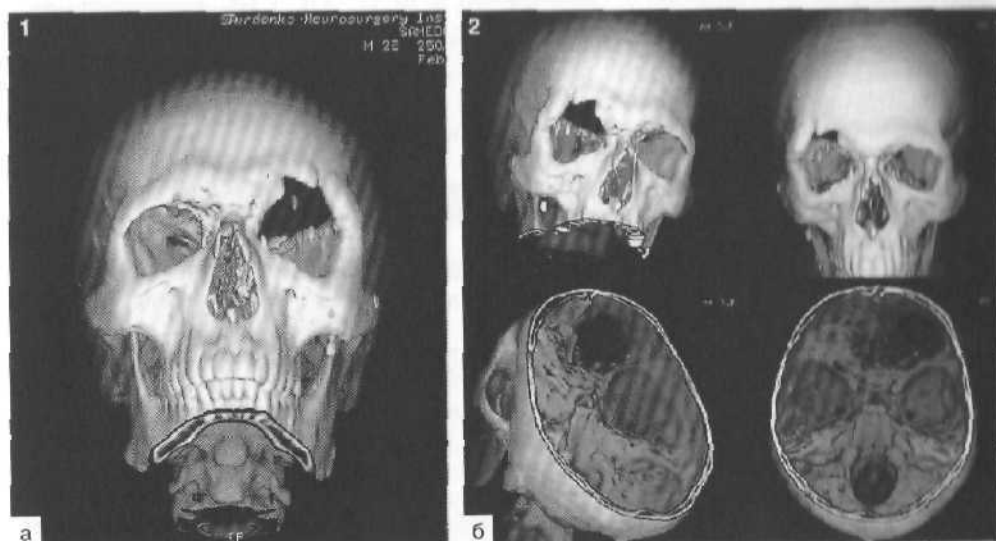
Трехмерная спиральная компьютерно-томографическая реконструкция посттравматического костного дефекта краниобазальной локализации слева.
